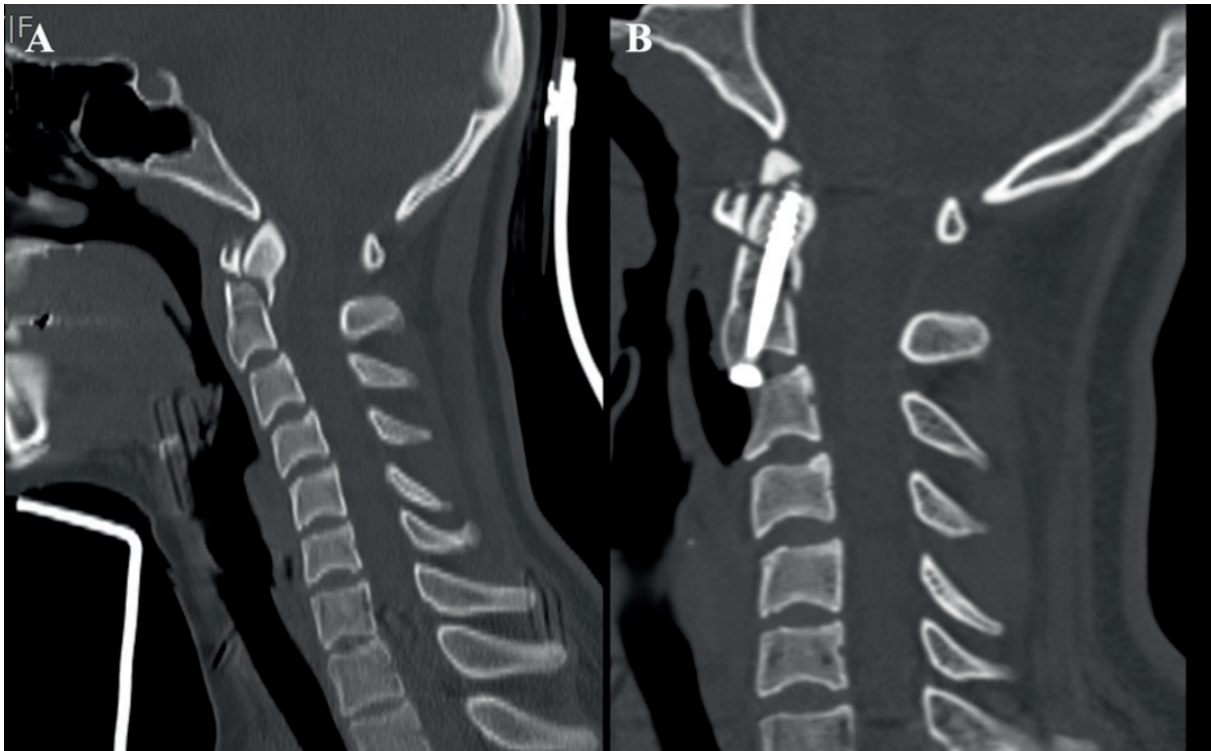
(A) Preoperative sagittal CT showing a Type IIB odontoid fracture. (B) Postoperative CT image after anterior odontoid screw fixation.
